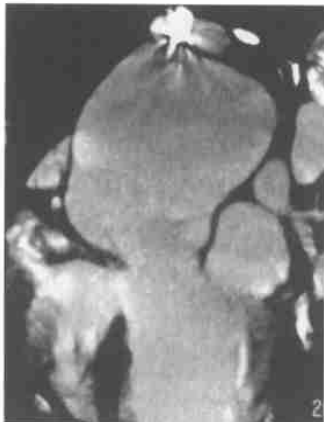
完全性大动脉转位多层螺旋CT扫描，左心室与肺动脉连接，合并室间隔缺损，肺动脉高压
